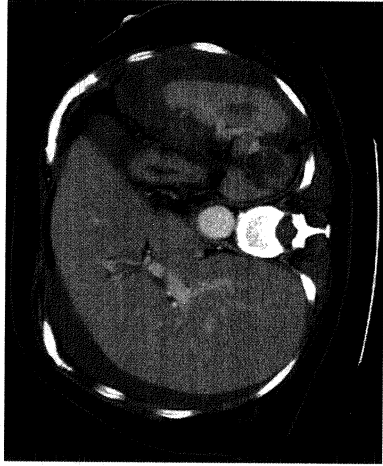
Splenic injury, as demonstrated by CT of the abdomen. Diffuse hemoperitoneum is present.
